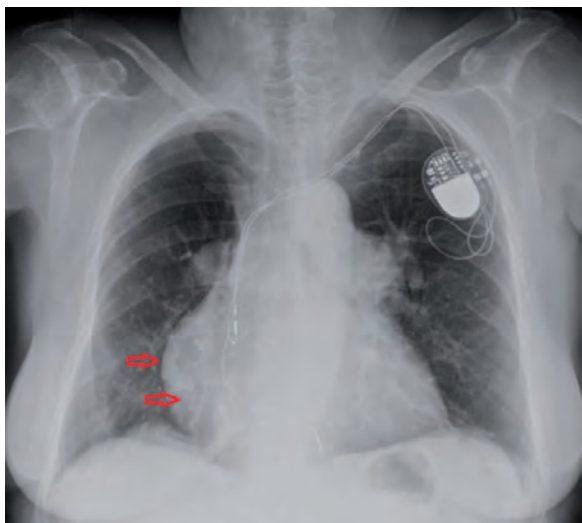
Radiografía de tórax en proyección PA. Cardiomegalia a expensas de cavidades derechas. Las flechas indican el signo de la cimitarra.
